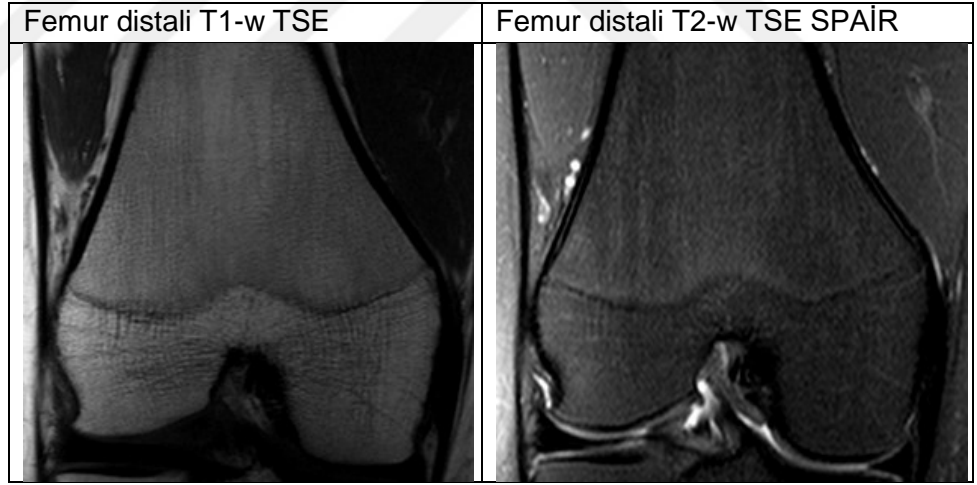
21 yaş kadın vakaya ait 6. evre olarak tespit edilen MRG'leri
